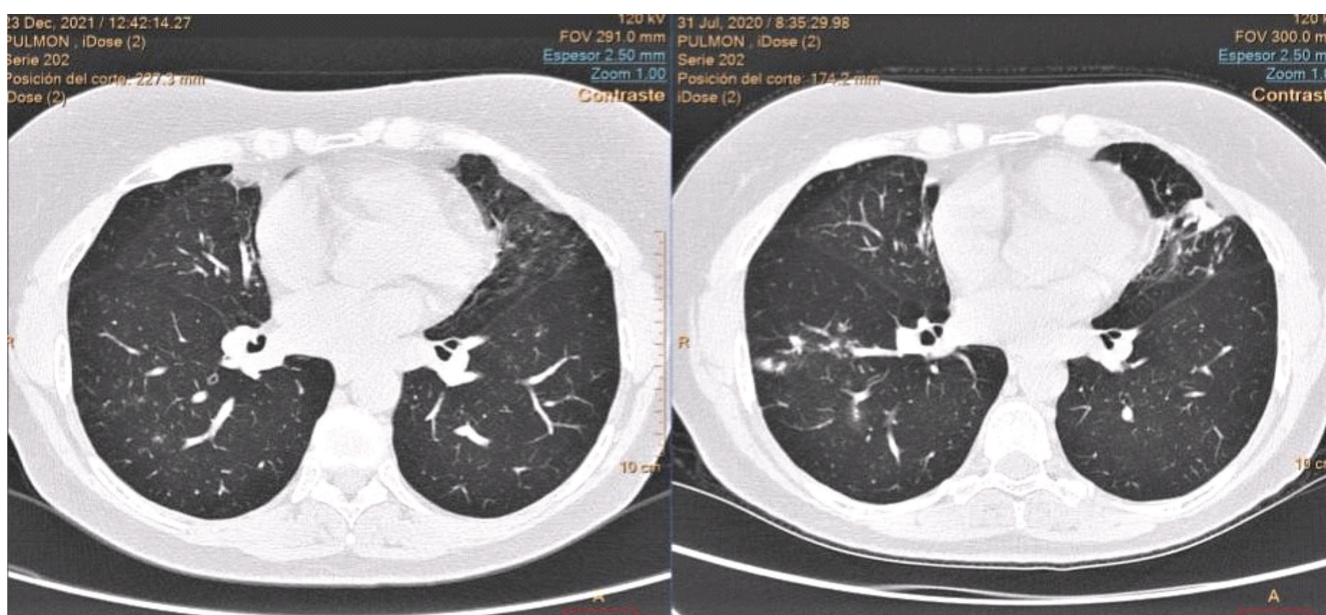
TAC. Imagen Izquierda 23/12/21. Imagen Derecha 31/07/20
